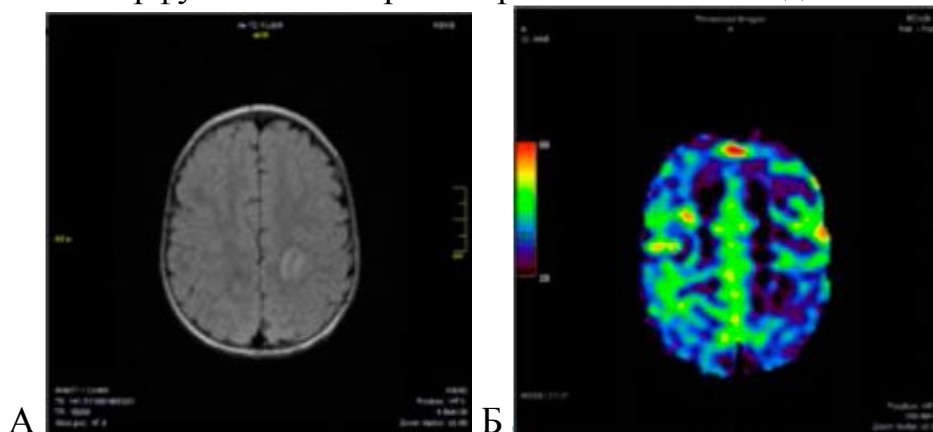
Пациент Е. ФКД. МРТ 3Т. А. В коре левой теменной области определяется четко локализованная кольцевидная зона повышения сигнала на FLAIR. Б. Данная зона сопряжена с локальным снижением перфузии по данным карты CBF ASL
